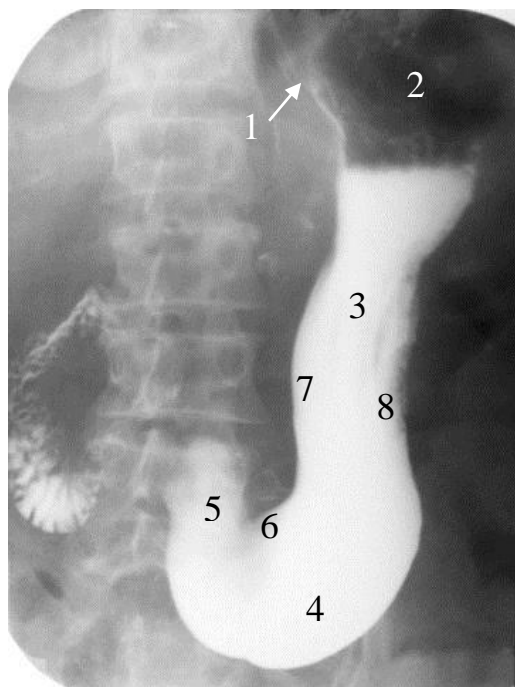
Обзорная рентгенограмма желудка в прямой проекции. Тугое наполнение. Газовый пузырь в своде желудка.
